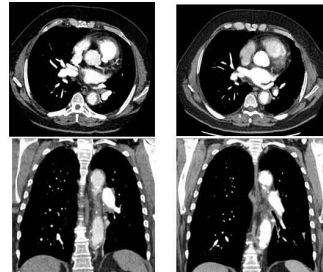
흉부 기관지 단층촬영. 좌측은 수술 전, 기관지내종괴를 나타내고 있으며, 우측은 수술 후 추적관찰 한 CT이다. 병변이 제거되었음을 확인할 수 있다.
